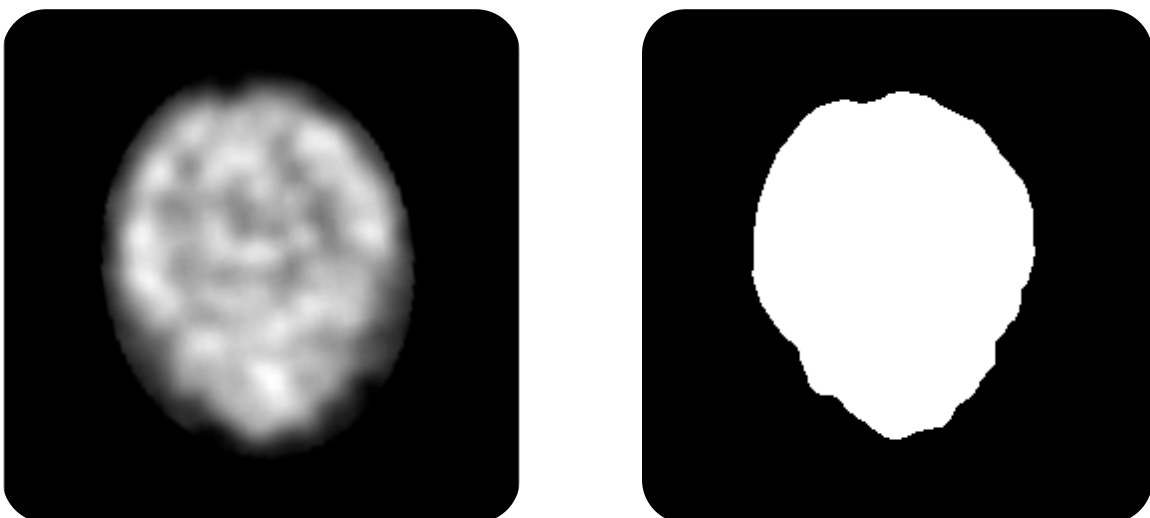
Resultados de umbralización en SPECT. Se muestra un corte del SPECT original (izquierda) y el resultado de umbralizarlo por el 40% de su máximo (derecha).
